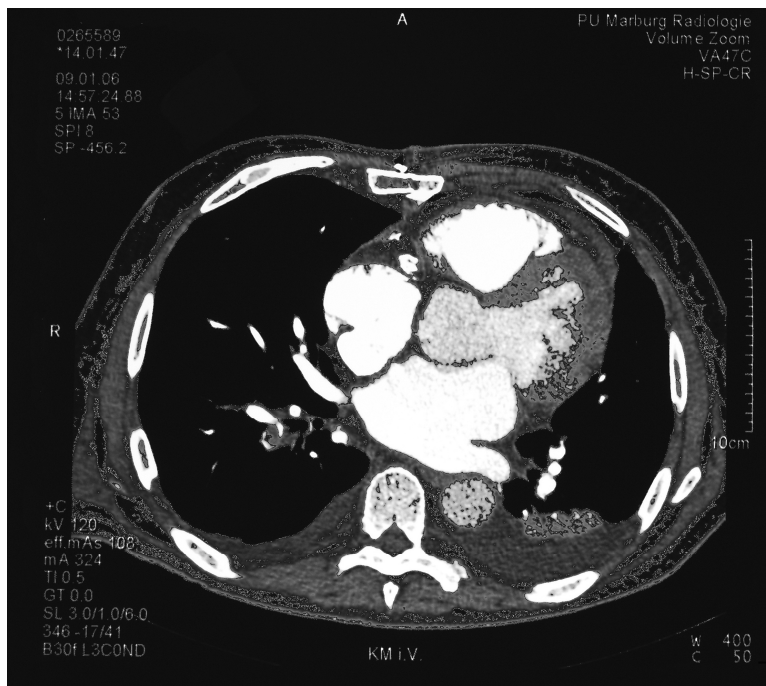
CT- Thorax: Nachweis einer LE rechts, Pleuraergüsse bds. mit Unterlappen-Teilelektase links (Patient Nr. 28).
